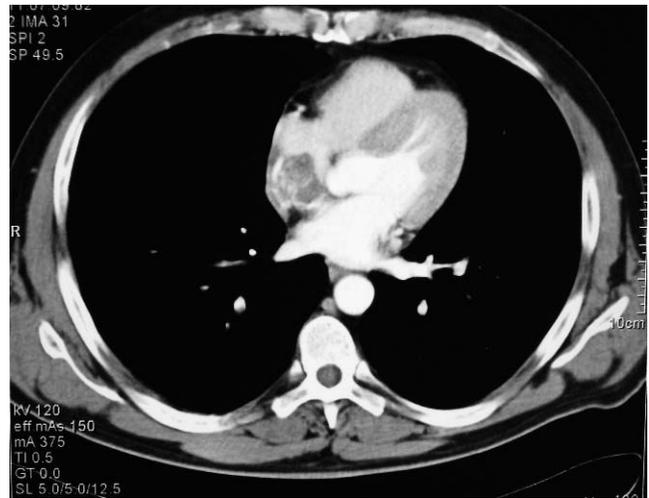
Tomografía computarizada torácica: imagen nodular en la aurícula derecha.
